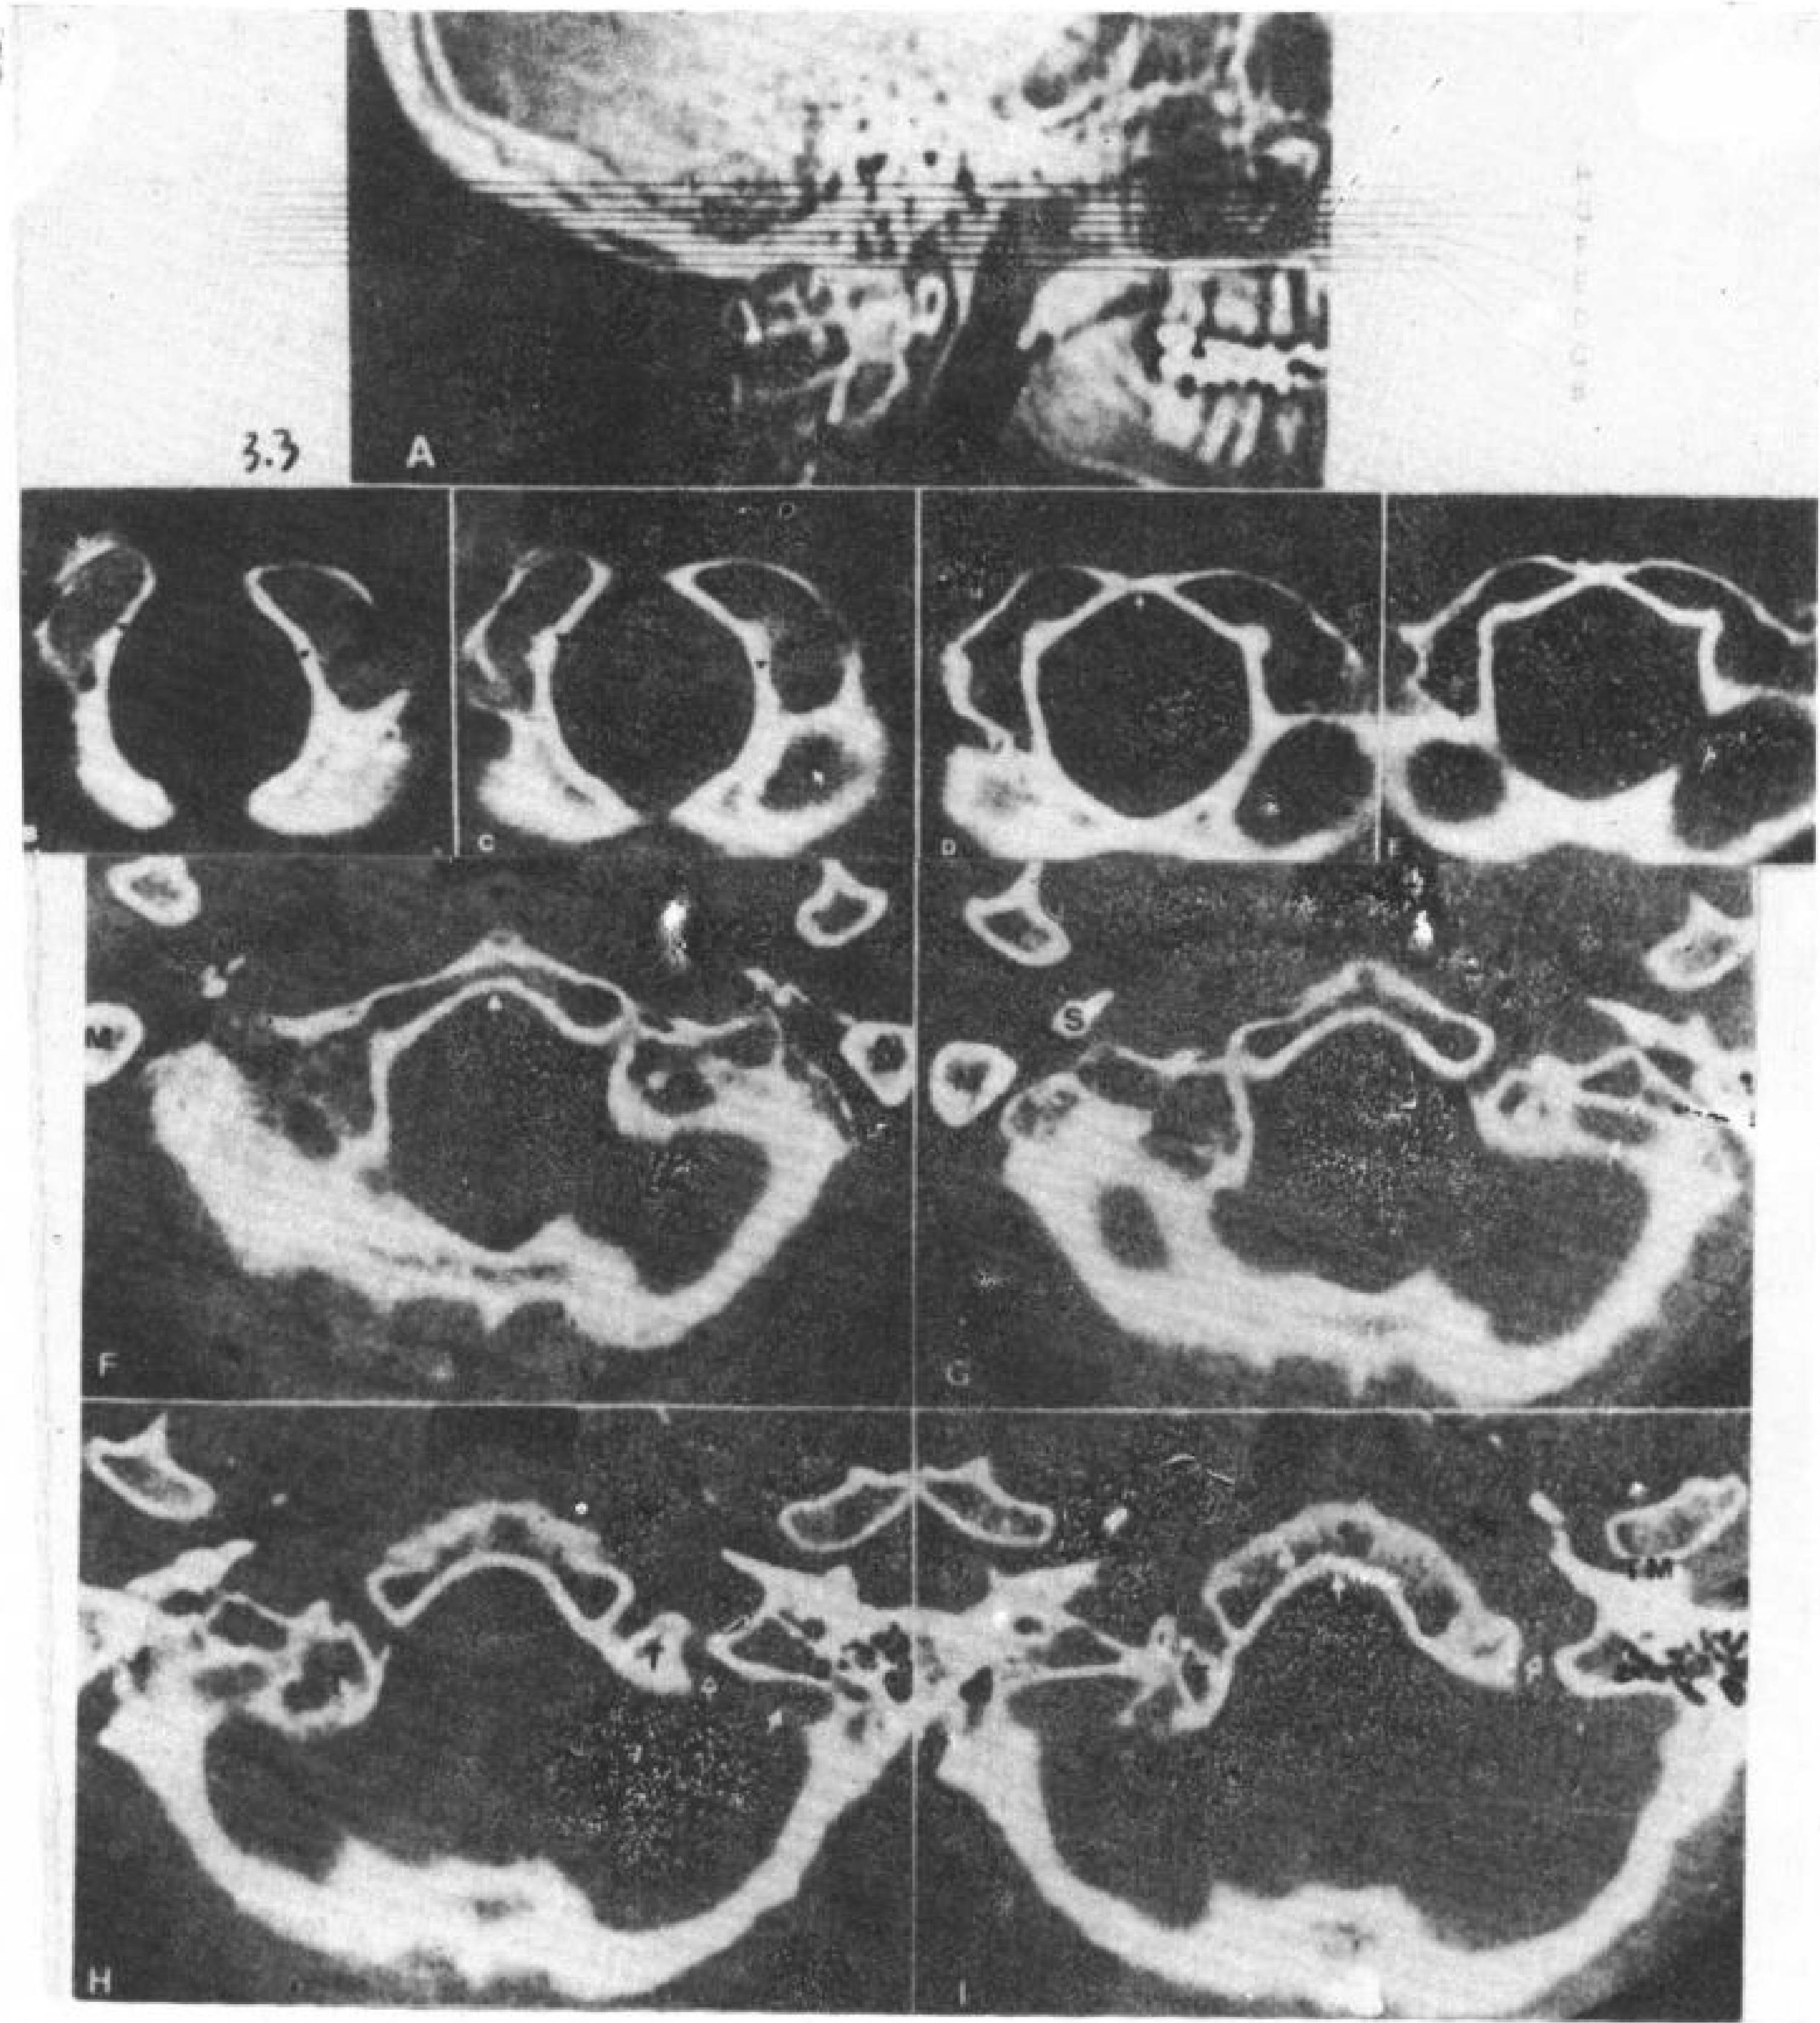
枕骨大孔区 CT 横断象 (层厚 1.5mm)。
